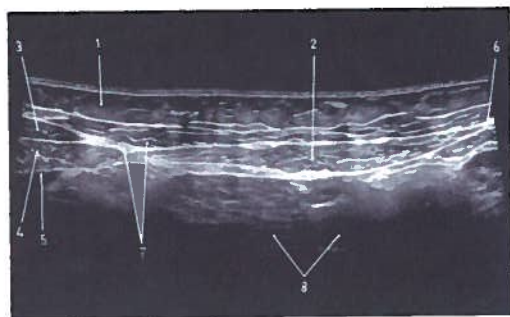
Estudo axial da parede ântero-lateral direita do abdômen em ecografia
